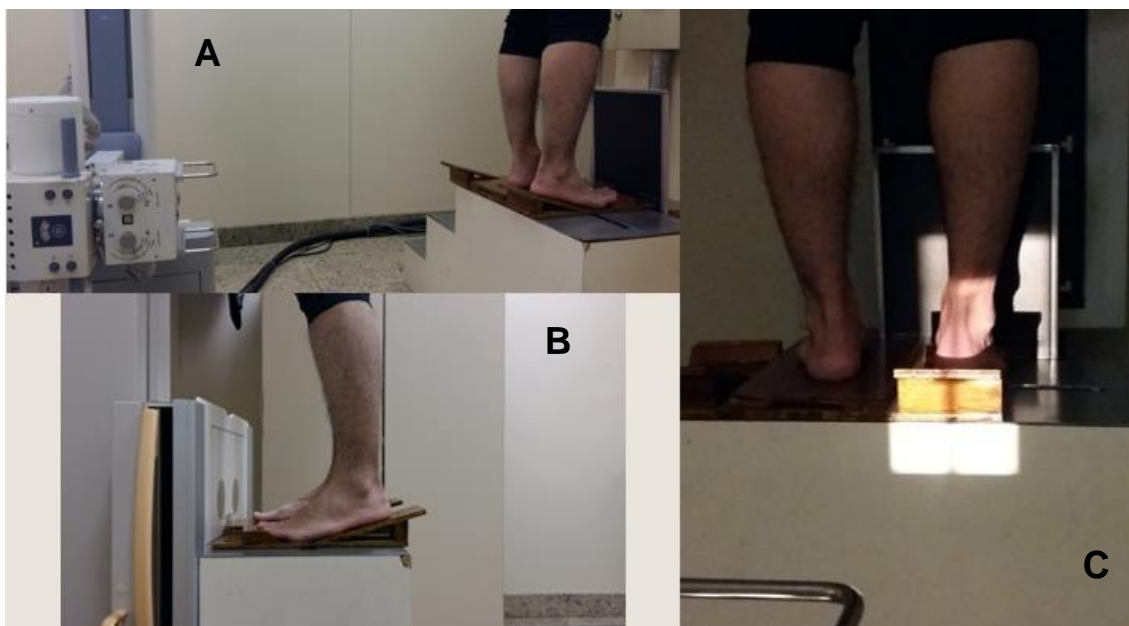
Posicionamento do paciente para a aquisição da radiografia axial com carga do pé com a ampola à 1 m de distância do filme
